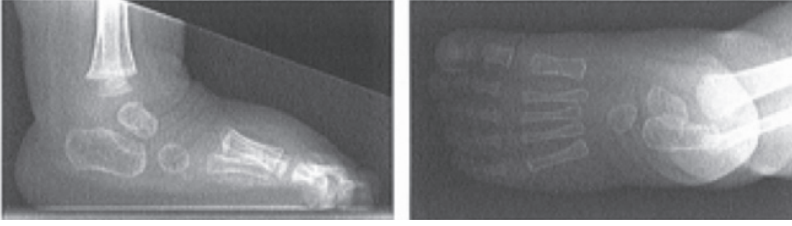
ve 61H 4 aylıkken alınan radyografilerde yan grafide talus, kalkaneus ve tüm metatarslar aşırı plantar fleksiyonda. Ön arka grafide tüm metatarslar abdukte. Kuboid mediale kaymış.
